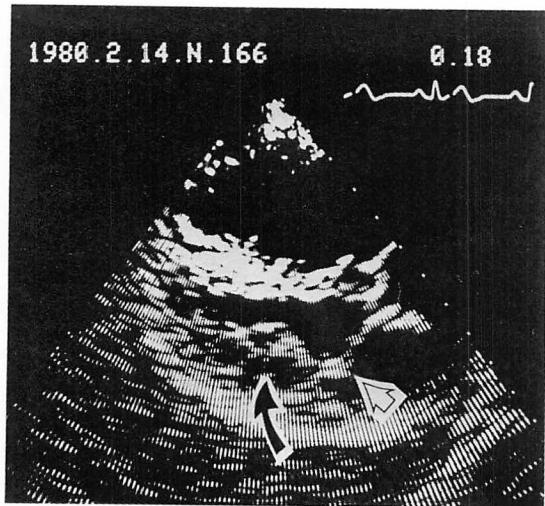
Long-axis two-dimensional echocardiogram from a patient of atrial septal defect with mitral valve prolapse.
